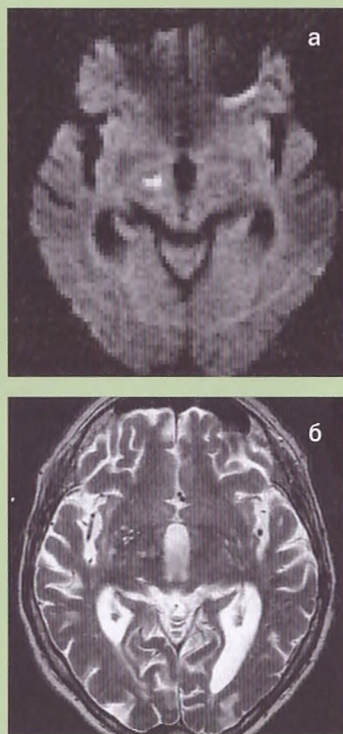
Небольшой очаг инфаркта в правом субталамическом ядре вызвал развитие острого гемибаллизма. МРТ, диффузионно-взвешенное изображение (а): четко видна область поражения; МРТ, T2-взвешенное изображение (б): гиперинтенсивный очаг в той же зоне, который, впрочем, не позволяет точно установить диагноз. Другие гиперинтенсивные очаги в базальных ганглиях представляют собой расширенные периваскулярные пространства (пространства Вирхова—Робена), но никак не зоны инфарктов. Выраженная атрофия вещества головного мозга
